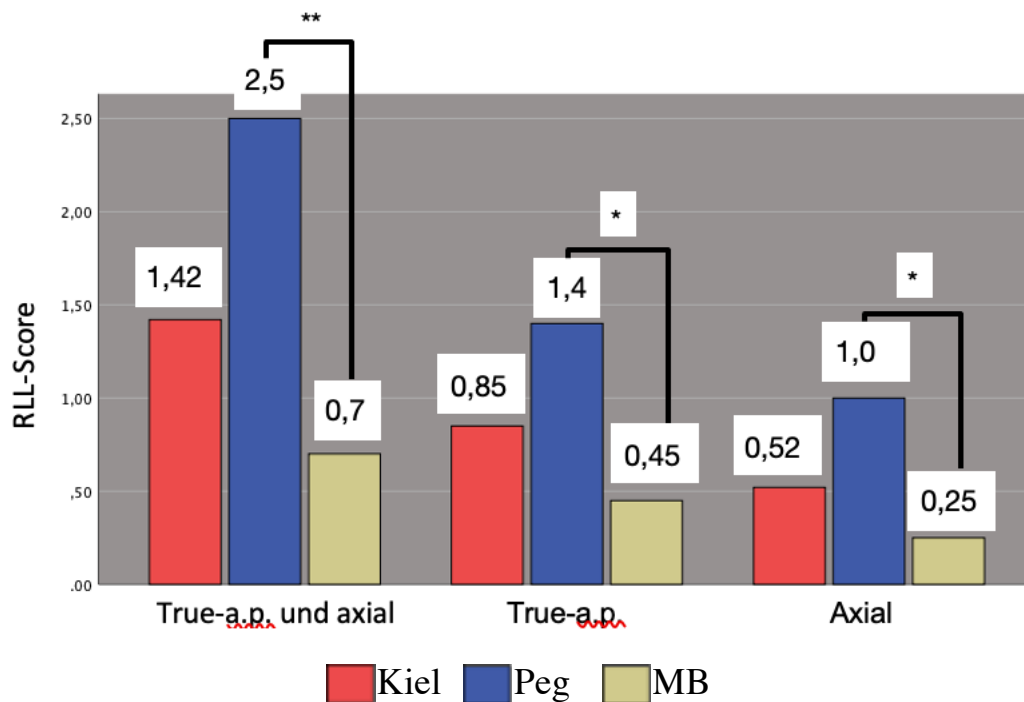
RLL-Score insgesamt und pro Röntgenaufnahme im Gruppenvergleich
